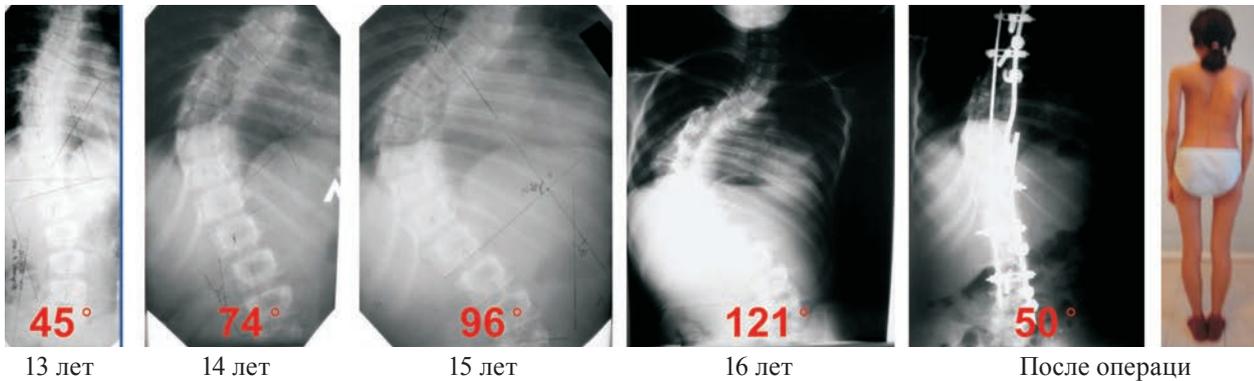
Быстро прогрессирующая форма сколиоза. Рентгенограммы и фото больной Ю., до и после операции
